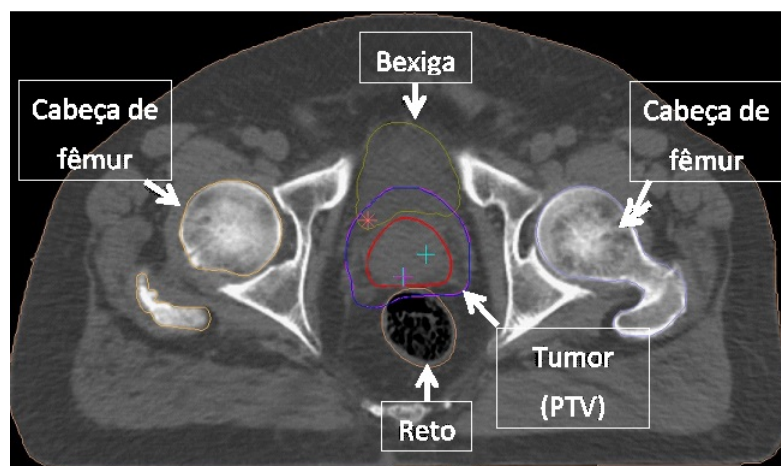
Imagem de tomografia utilizada no Caso 3.
